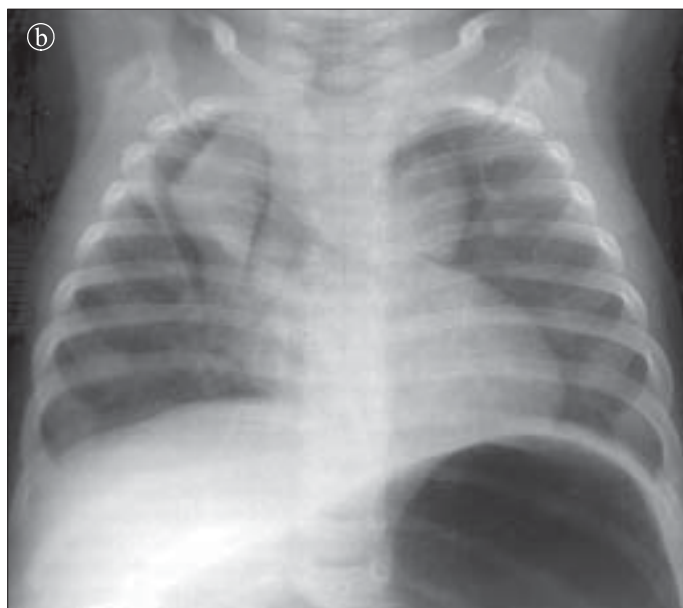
Hipertrofie lob drept timus, 5 luni. a) Radiografie toracică AP. Opacitate la nivelul vârfului pulmonar drept, triunghiulară, omogenă b, c) Pneumomediastin. Radiografii AP și LL evidențiază lobii timici. Hipertrofie lob drept. Lob stâng cu aspect normal.
